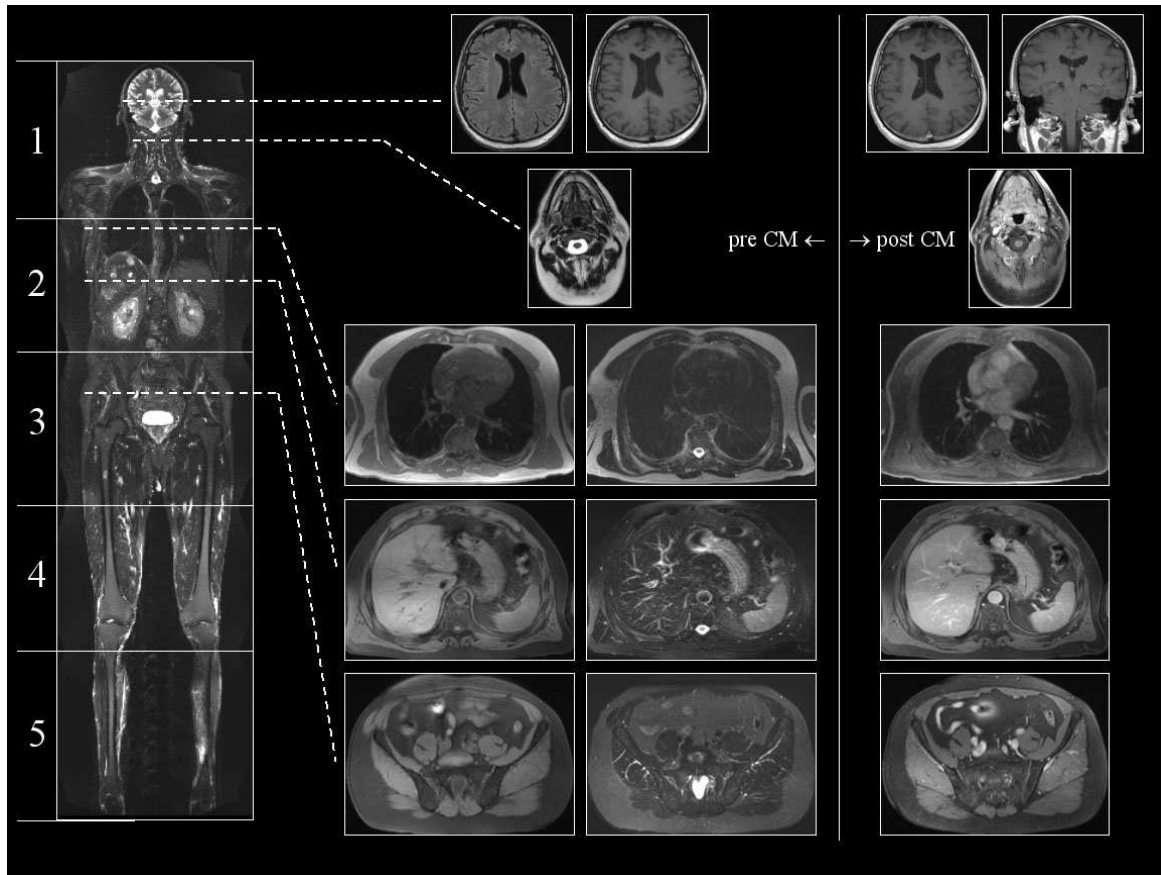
Bildbeispiele der verwendeten Sequenzen des Sequenzprotokolls der Ganzkörper-MRT.
